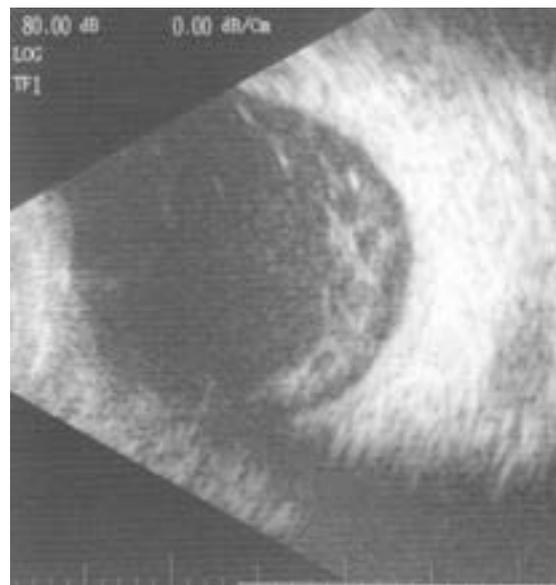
Endoftalmitis – Ecografía.
